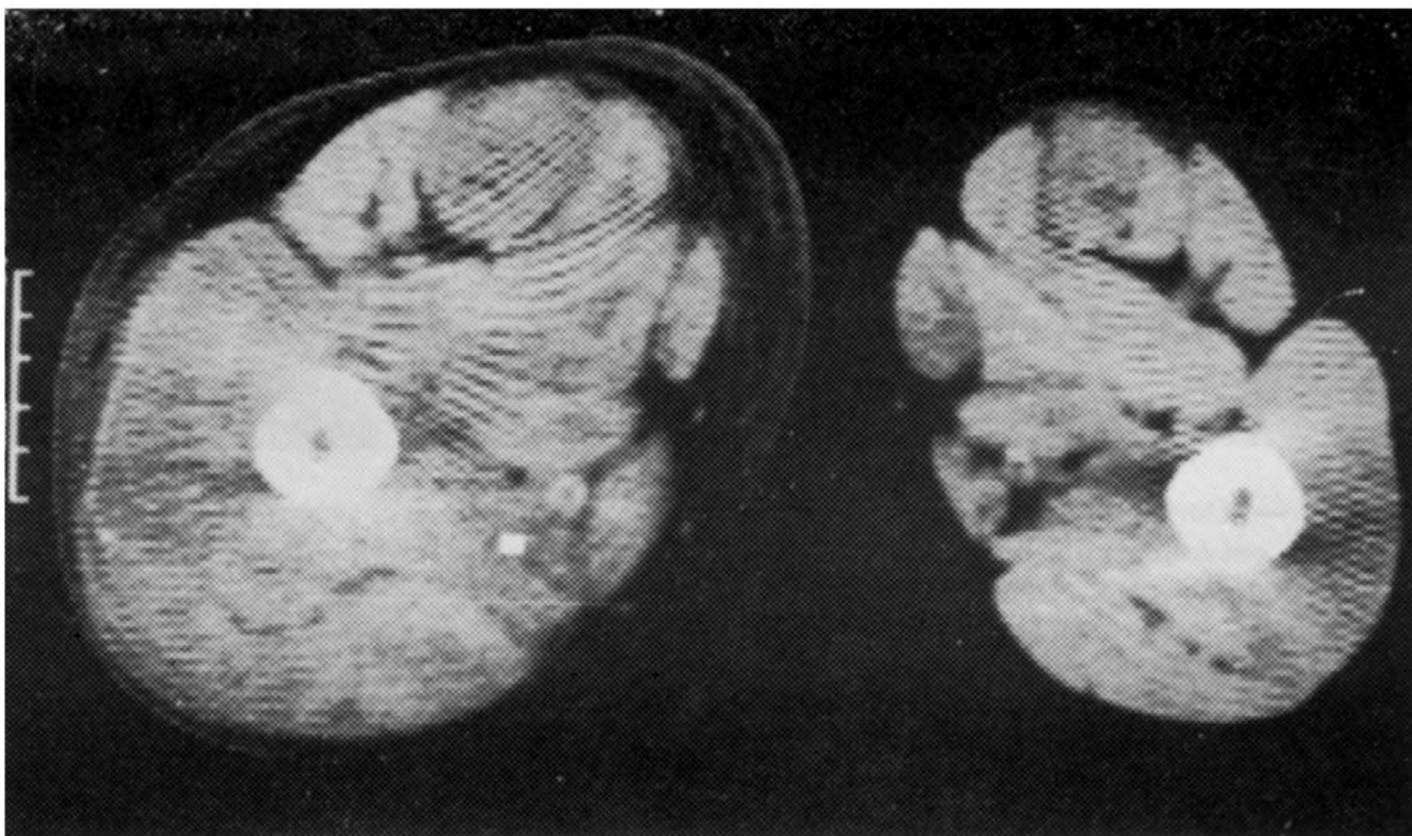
TAC revelando aumento de volume da musculatura e tecido celular subcutâneo da coxa esquerda.
